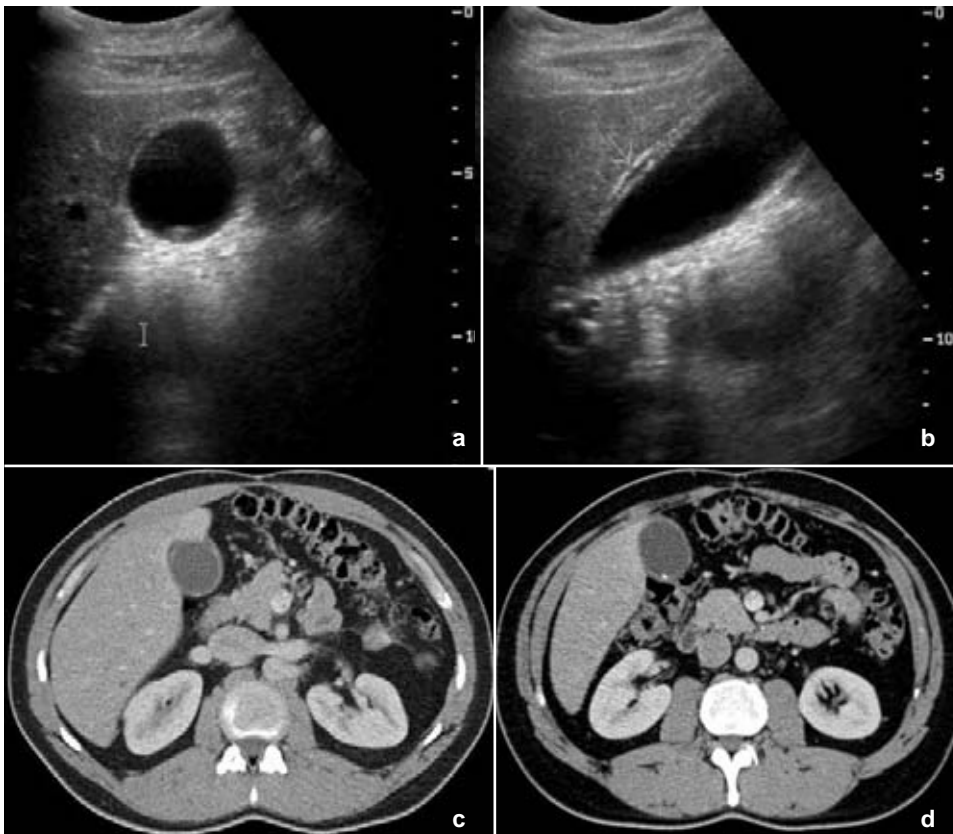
a-d. Correlación de imágenes de US (a y b), transversal y longitudinal, y de TC (c y d) en fase venosa que demuestra lito vesicular, engrosamiento de la pared vesicular y líquido perivesicular, lo que condiciona la sospecha diagnóstica de colecistitis aguda litiasica.
